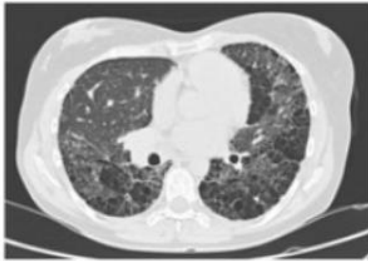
TAC alta resolución sin contraste solicitado 04/2023
